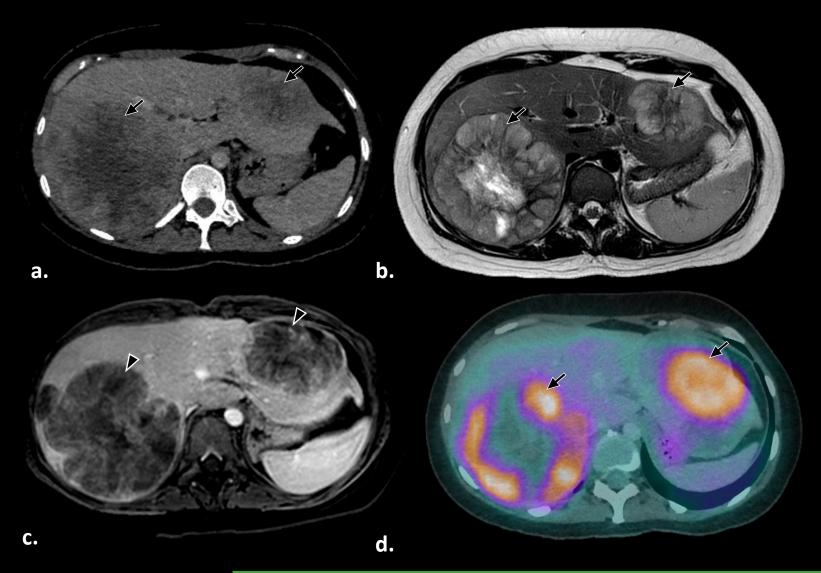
Paciente de 33 años sin antecedentes de relevancia concurre para la realización de una ecografía abdominal por control médico, en la cual se evidencian múltiples lesiones hepáticas heterogéneas y se decide la caracterización de las mismas mediante tomografía computada con contraste endovenoso. (a) La tomografía computada muestra múltiples lesiones hepáticas heterogéneas (flecha) con necrosis central y refuerzo periférico posterior la inyección de contraste endovenoso más evidente en la fase tardía. Además, se evidenciaban aisladas áreas hiperdensas en el interior de las lesiones evidentes en la fase sin contraste endovenoso, sugestivas de contenido hemático. Se decidió la realización de una (b; c) Resonancia de Abdomen con contraste endovenoso para mejor caracterización de las lesiones hepáticas. Las mismas eran heterogéneas en la secuencia ponderada en T2 (flecha) y T1, con áreas de restricción en la DWI y realce de la porción sólida periférica (cabeza de flecha) posterior la administración de contraste endovenoso. Posterior se realizó un (d) PET-TC con 18F-FDG corporal total que indico hipercapitación del radiotrazador (flecha) de las lesiones hepáticas y lesión a nivel de la fosa nasal derecha hipermetabólica. Se decide realizar biopsia percutánea de las lesiones hepáticas con un diagnóstico definitivo por medio del departamento de anatomía patológica de Tumor de celulas epitelioides perivasculares (PEComa) hepático.
